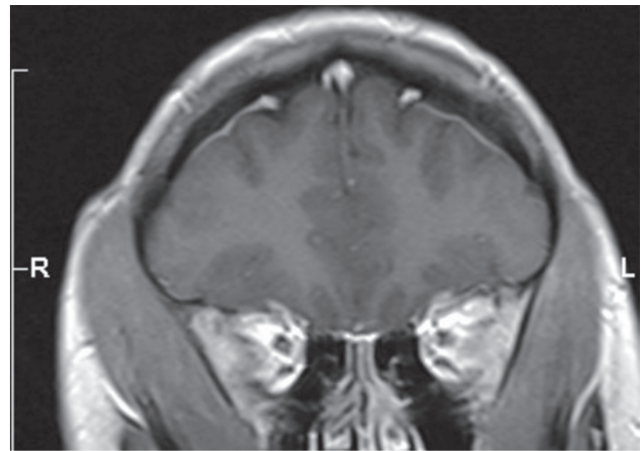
Axial image of cranial magnetic resonance imaging. Right temporal muscle intensity is similar to left side. Contrast enhancement is not seen
